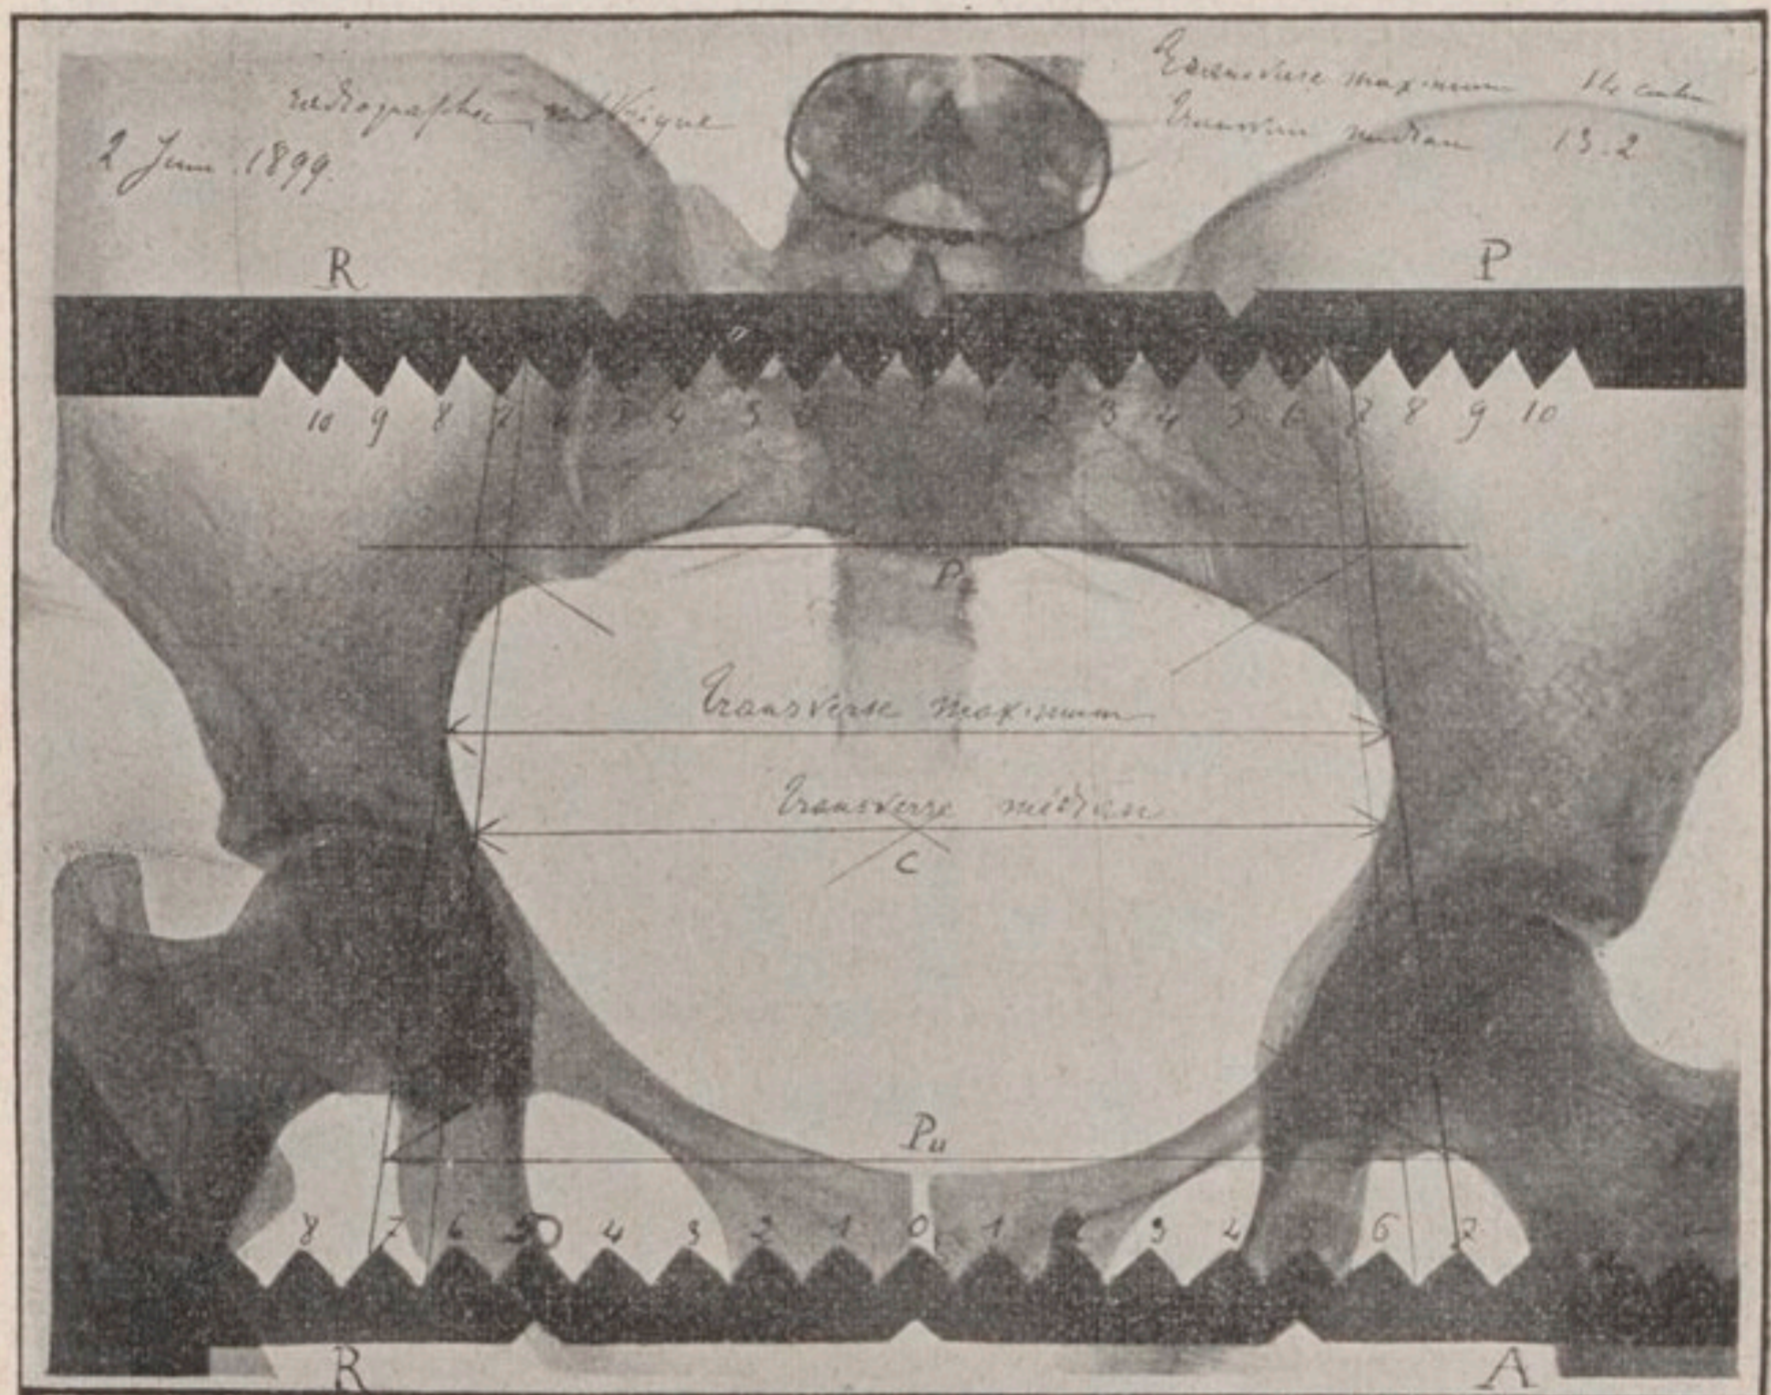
Radiographie obtenue avec le dispositif représenté dans la fig. 2 sur un bassin sec.
